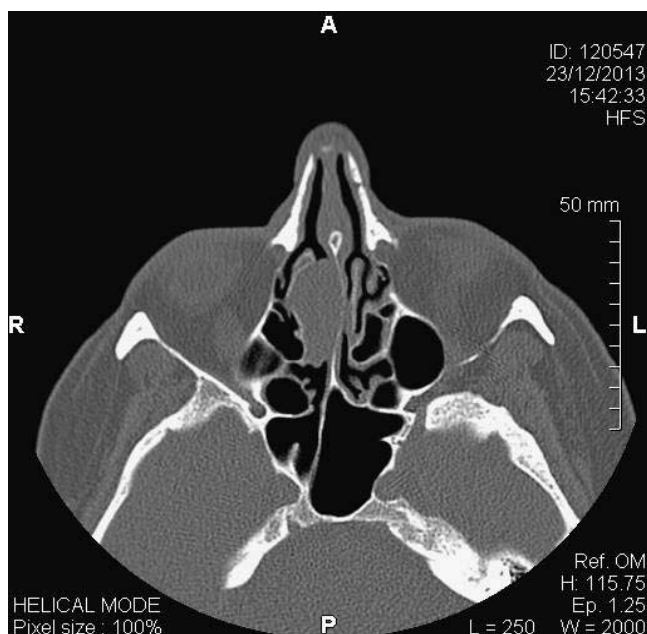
Scansione TC assiale
